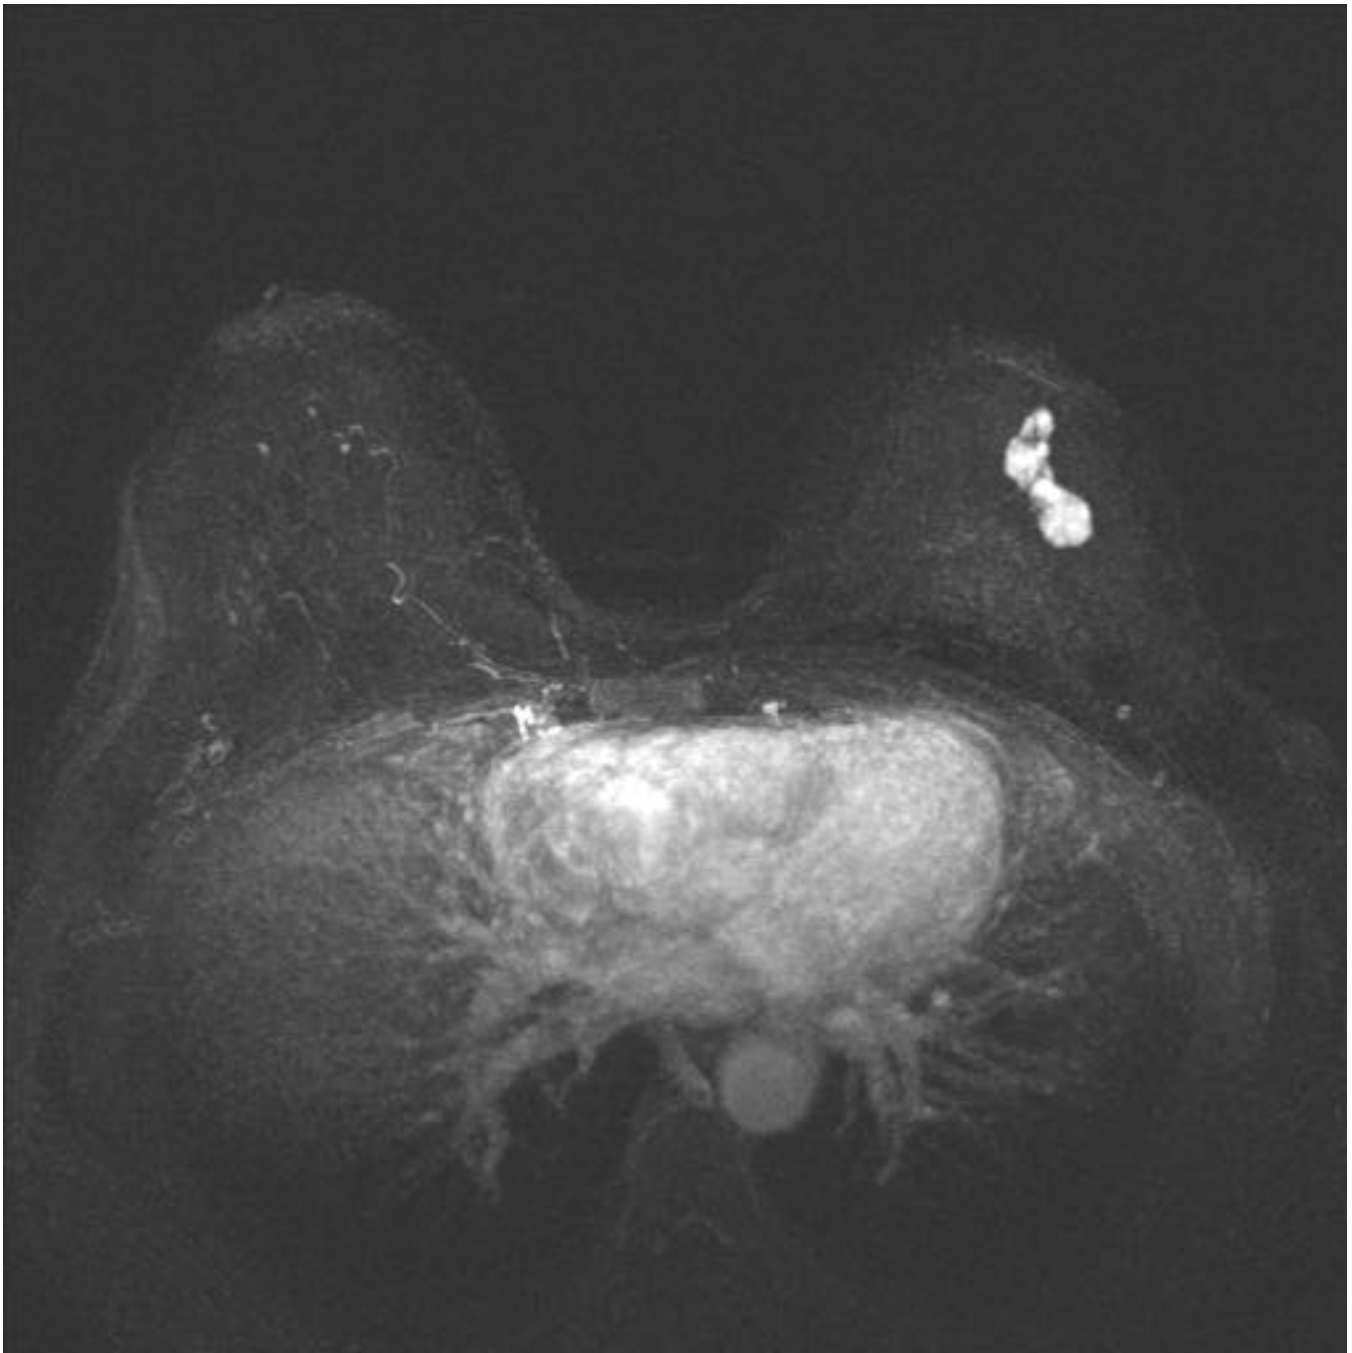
RM de la distorsión de CSE de mama izquierda (MIP) con buena correlación con la Ecografía. n
